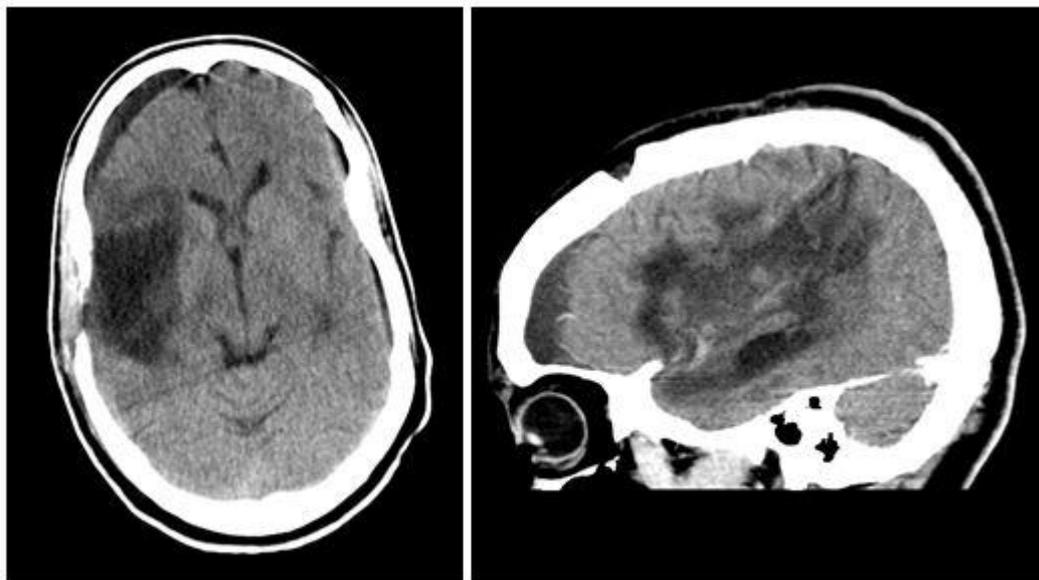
Tomografía axial computarizada simple de cráneo posquirúrgica.
